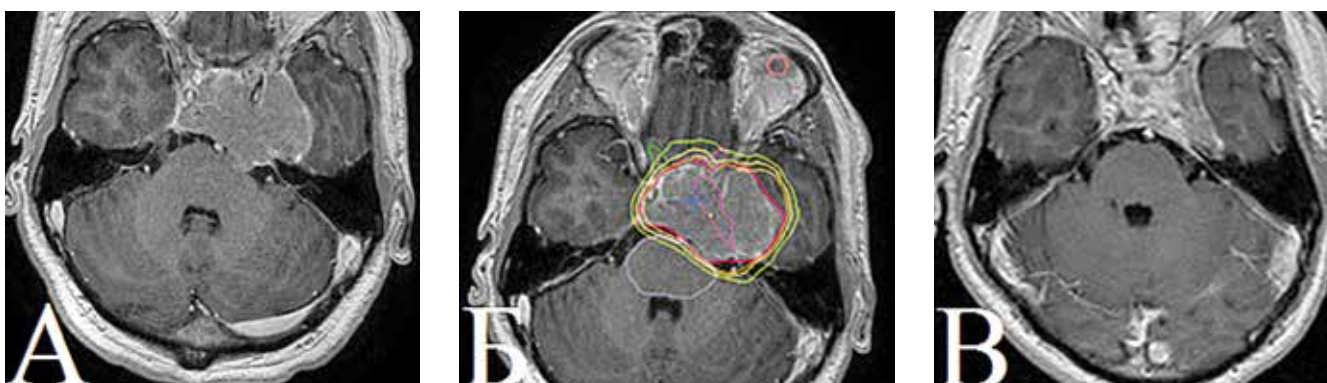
А: МРТ головного мозга от ноября 2013 г. перед проведением СРТ. Б: План облучения. В: МРТ через 4 месяца после радиотерапии
